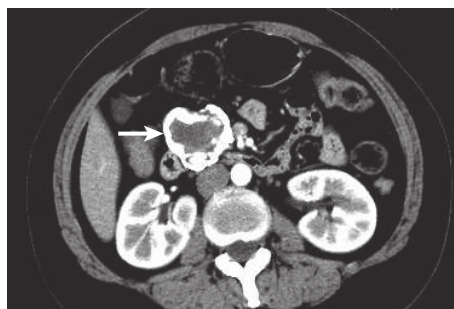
术前腹部增强 CT 检查结果示胰头部钙化占位(白箭)
